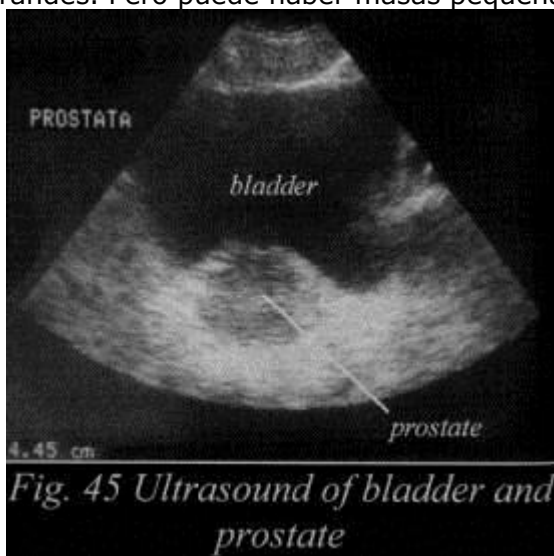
Ultrasonido de vejiga y próstata
